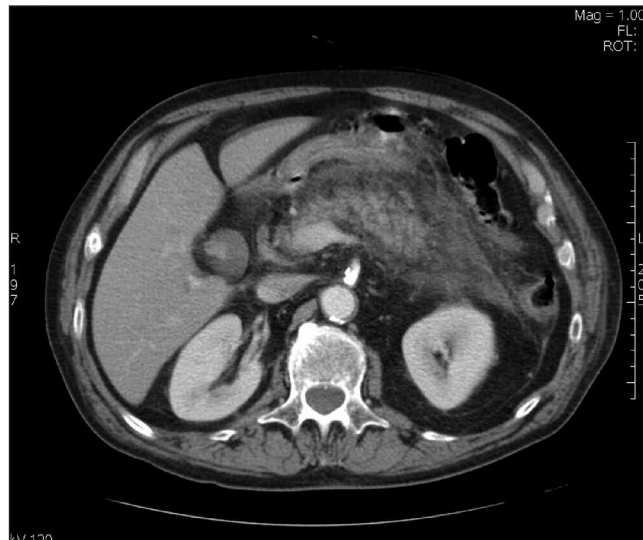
Corte transversal de la TC de abdomen en la que se observa tumoración a nivel duodenal que tras el análisis inmunohistoquímico se demostró que correspondía a sarcoma sinovial.
